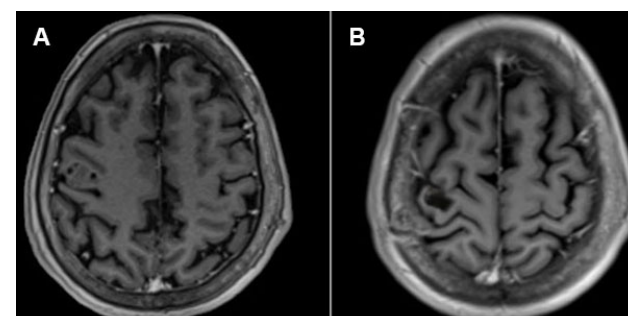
Caso 3: RM pre y postquirúrgica. A) RM prequirúrgica en secuencia T1 con gadolinio. B) RM postquirúrgica sin remanente lesional.
